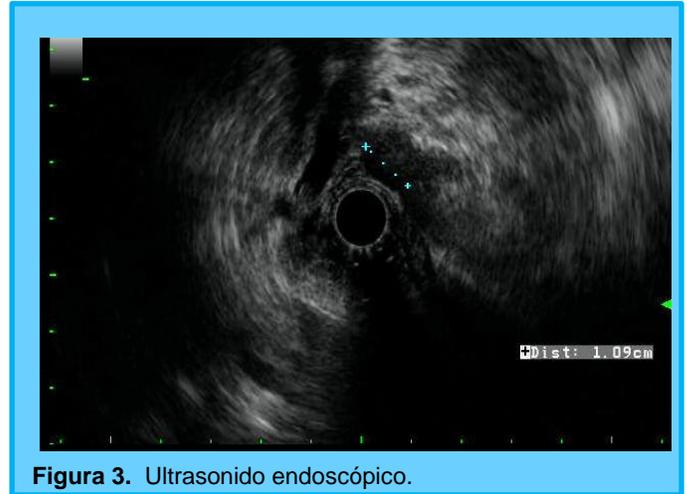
Ultrasonido endoscópico.
